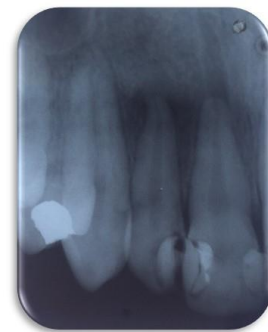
Imagem sugestiva de lesão periapical.
